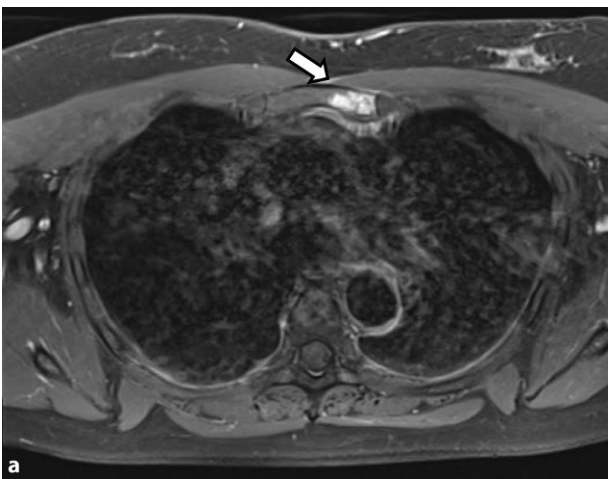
◀ „Anterior chest wall“ (ACW)-Syndrom mit Entzündung im Manubrium sterni (MRT: a Querschnitt; b Längsschnitt)
